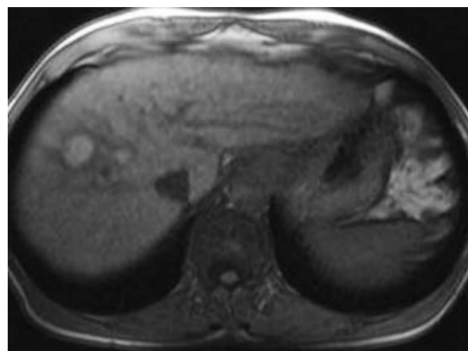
肝脏 MRI T1 加权增强 肝脏第 VIII 段高信号结节,病灶边界清晰
